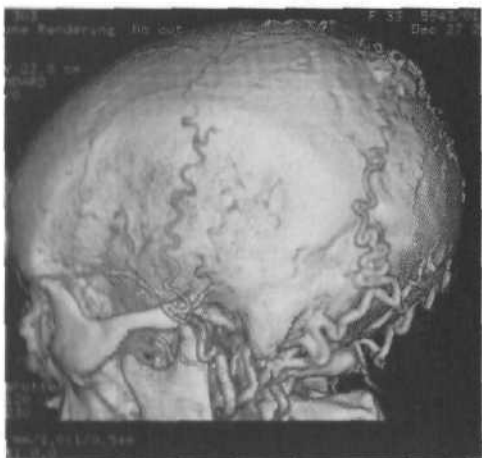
Спиральная КТ-ангиограмма в режиме совмещения трехмерных объектов при менингиоме ската.
